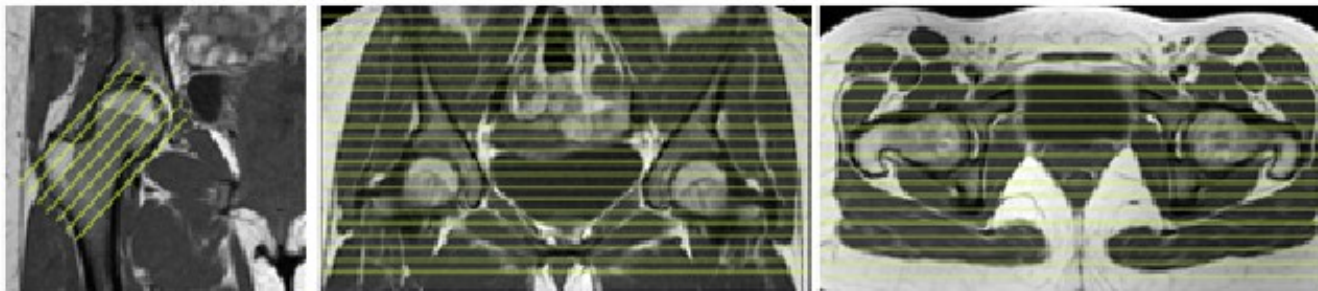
Planificación de estudio de RM de caderas, 1a, planificación del estudio coronal, 1b planificación del estudio sagital, siguiendo el eje del cuello femoral.
